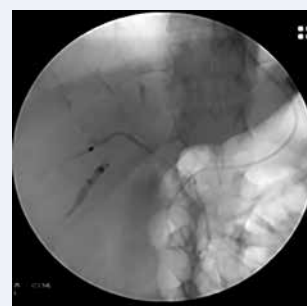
а – при рентгенографии отмечена положительная динамика в виде уменьшения диаметра желчных протоков; б – установлен билиарный полностью покрытый саморасправляющийся нитиноловый стент; в – через стент в правый долевого проток установлен назобилиарный дренаж
